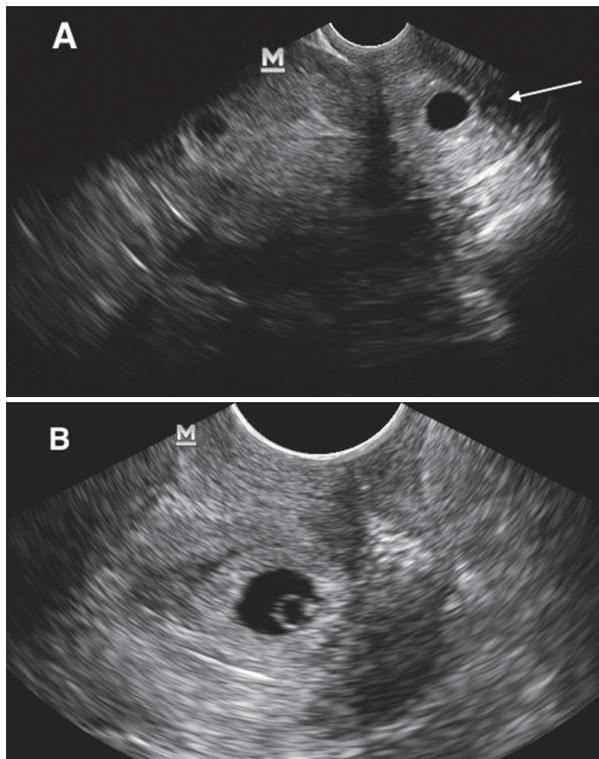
A. Imagen de ecografía transvaginal que muestra embarazo intrauterino y cervical (flecha). Edad gestacional 5.6 semanas. B: Embarazo ectópico cervical.
